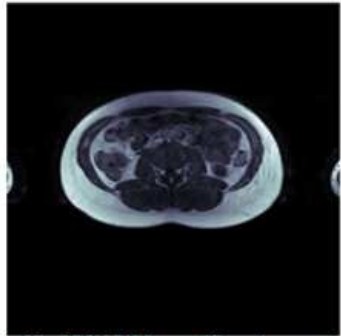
RM 12 Meses [Fuente propia]
